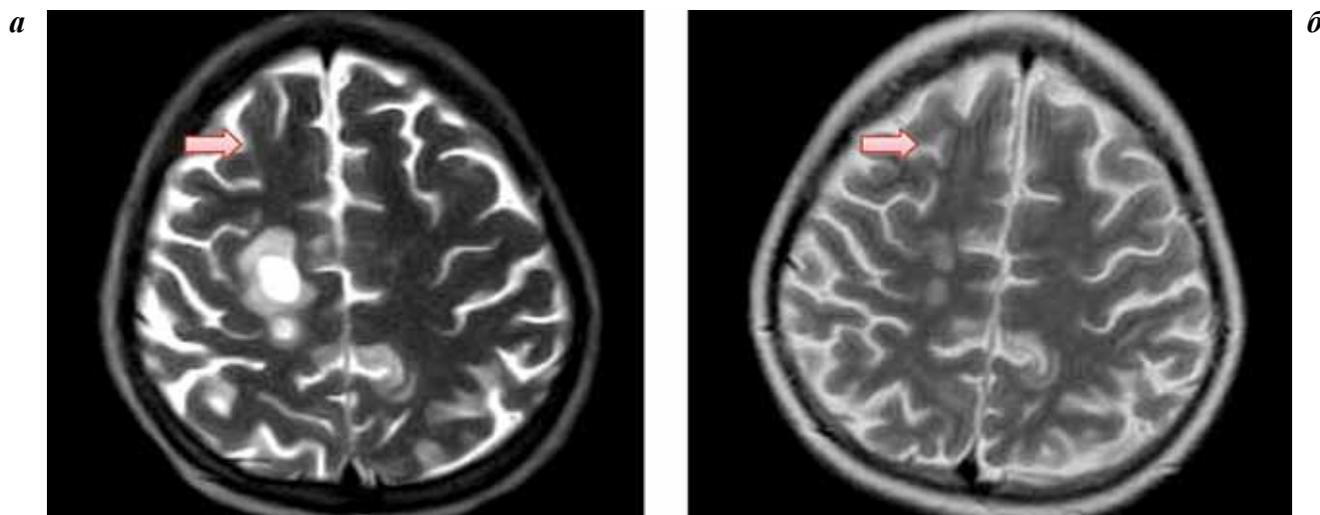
Клинический пример. Изображения МРТ головного мозга ребенка 17 лет. Визуализируются множественные очаги демиелинизации, определяющиеся в T2-режиме до ауто-ТГСК (а) и их крайне выраженное сокращение на +45-й день (б)
